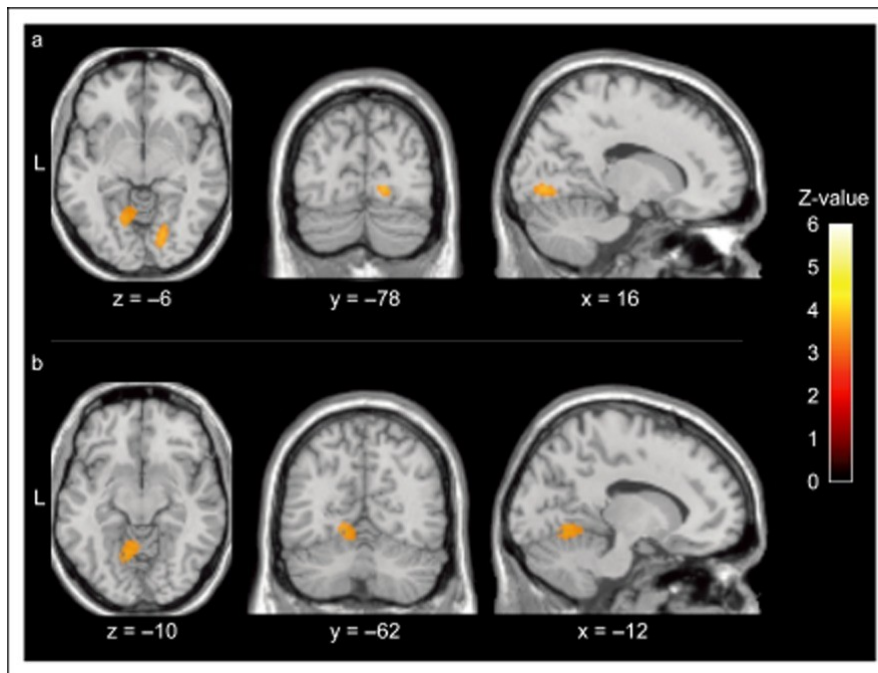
^{18}F -FDG-PET [35]
